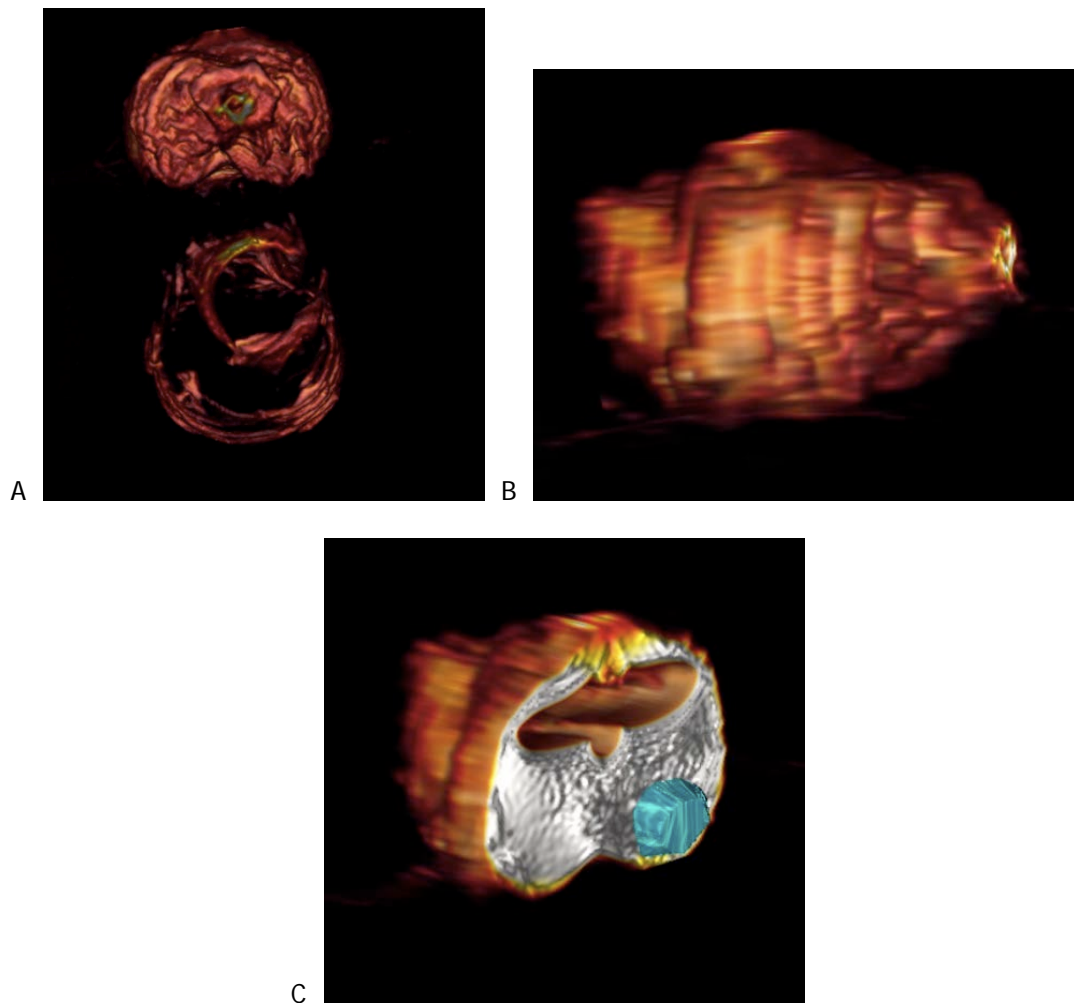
reconstruction 3D du fantôme prostatique à partir des images IRM 1,5T en T1. A : rapports de la prostate vue depuis son apex avec le rectum B : Vue latérale de la prostate. C : Vue latérale avec ablation de l'apex ; seule la zone périphérique est en place, on distingue l'urètre ainsi que la zone d'intérêt tumorale figurée en vert.
